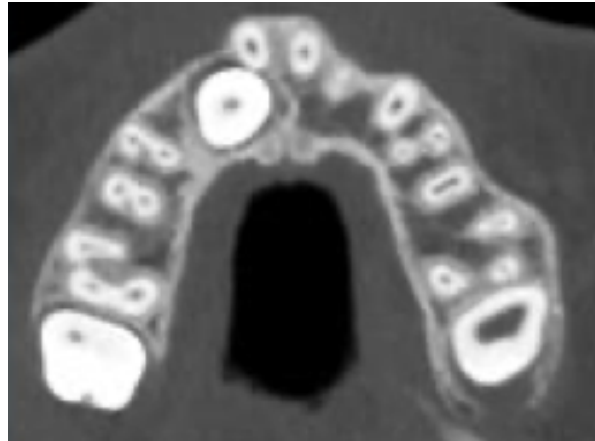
Localización en la línea de arcada, imagen transversal CBCT.
